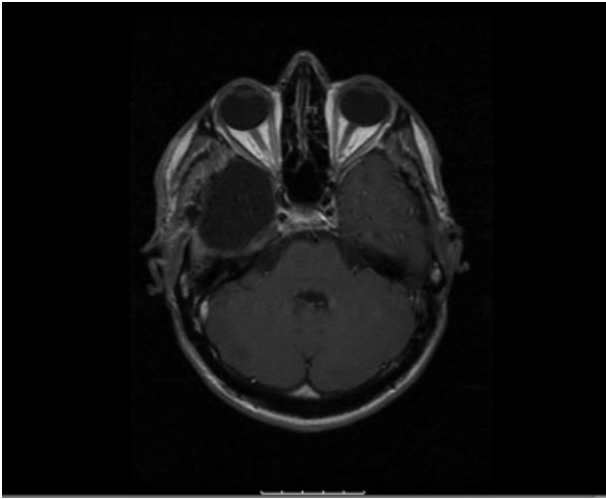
RM pós-operatória (axial, T1, com gadolínio) revelando lobectomia temporal direita com ausência de captação anômala de contraste.
